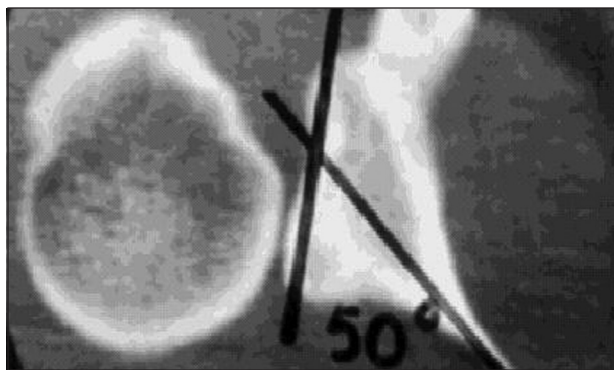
Комп'ютерна томограма плечового суглоба з ознаками дисплазії суглобової поверхні лопатки
